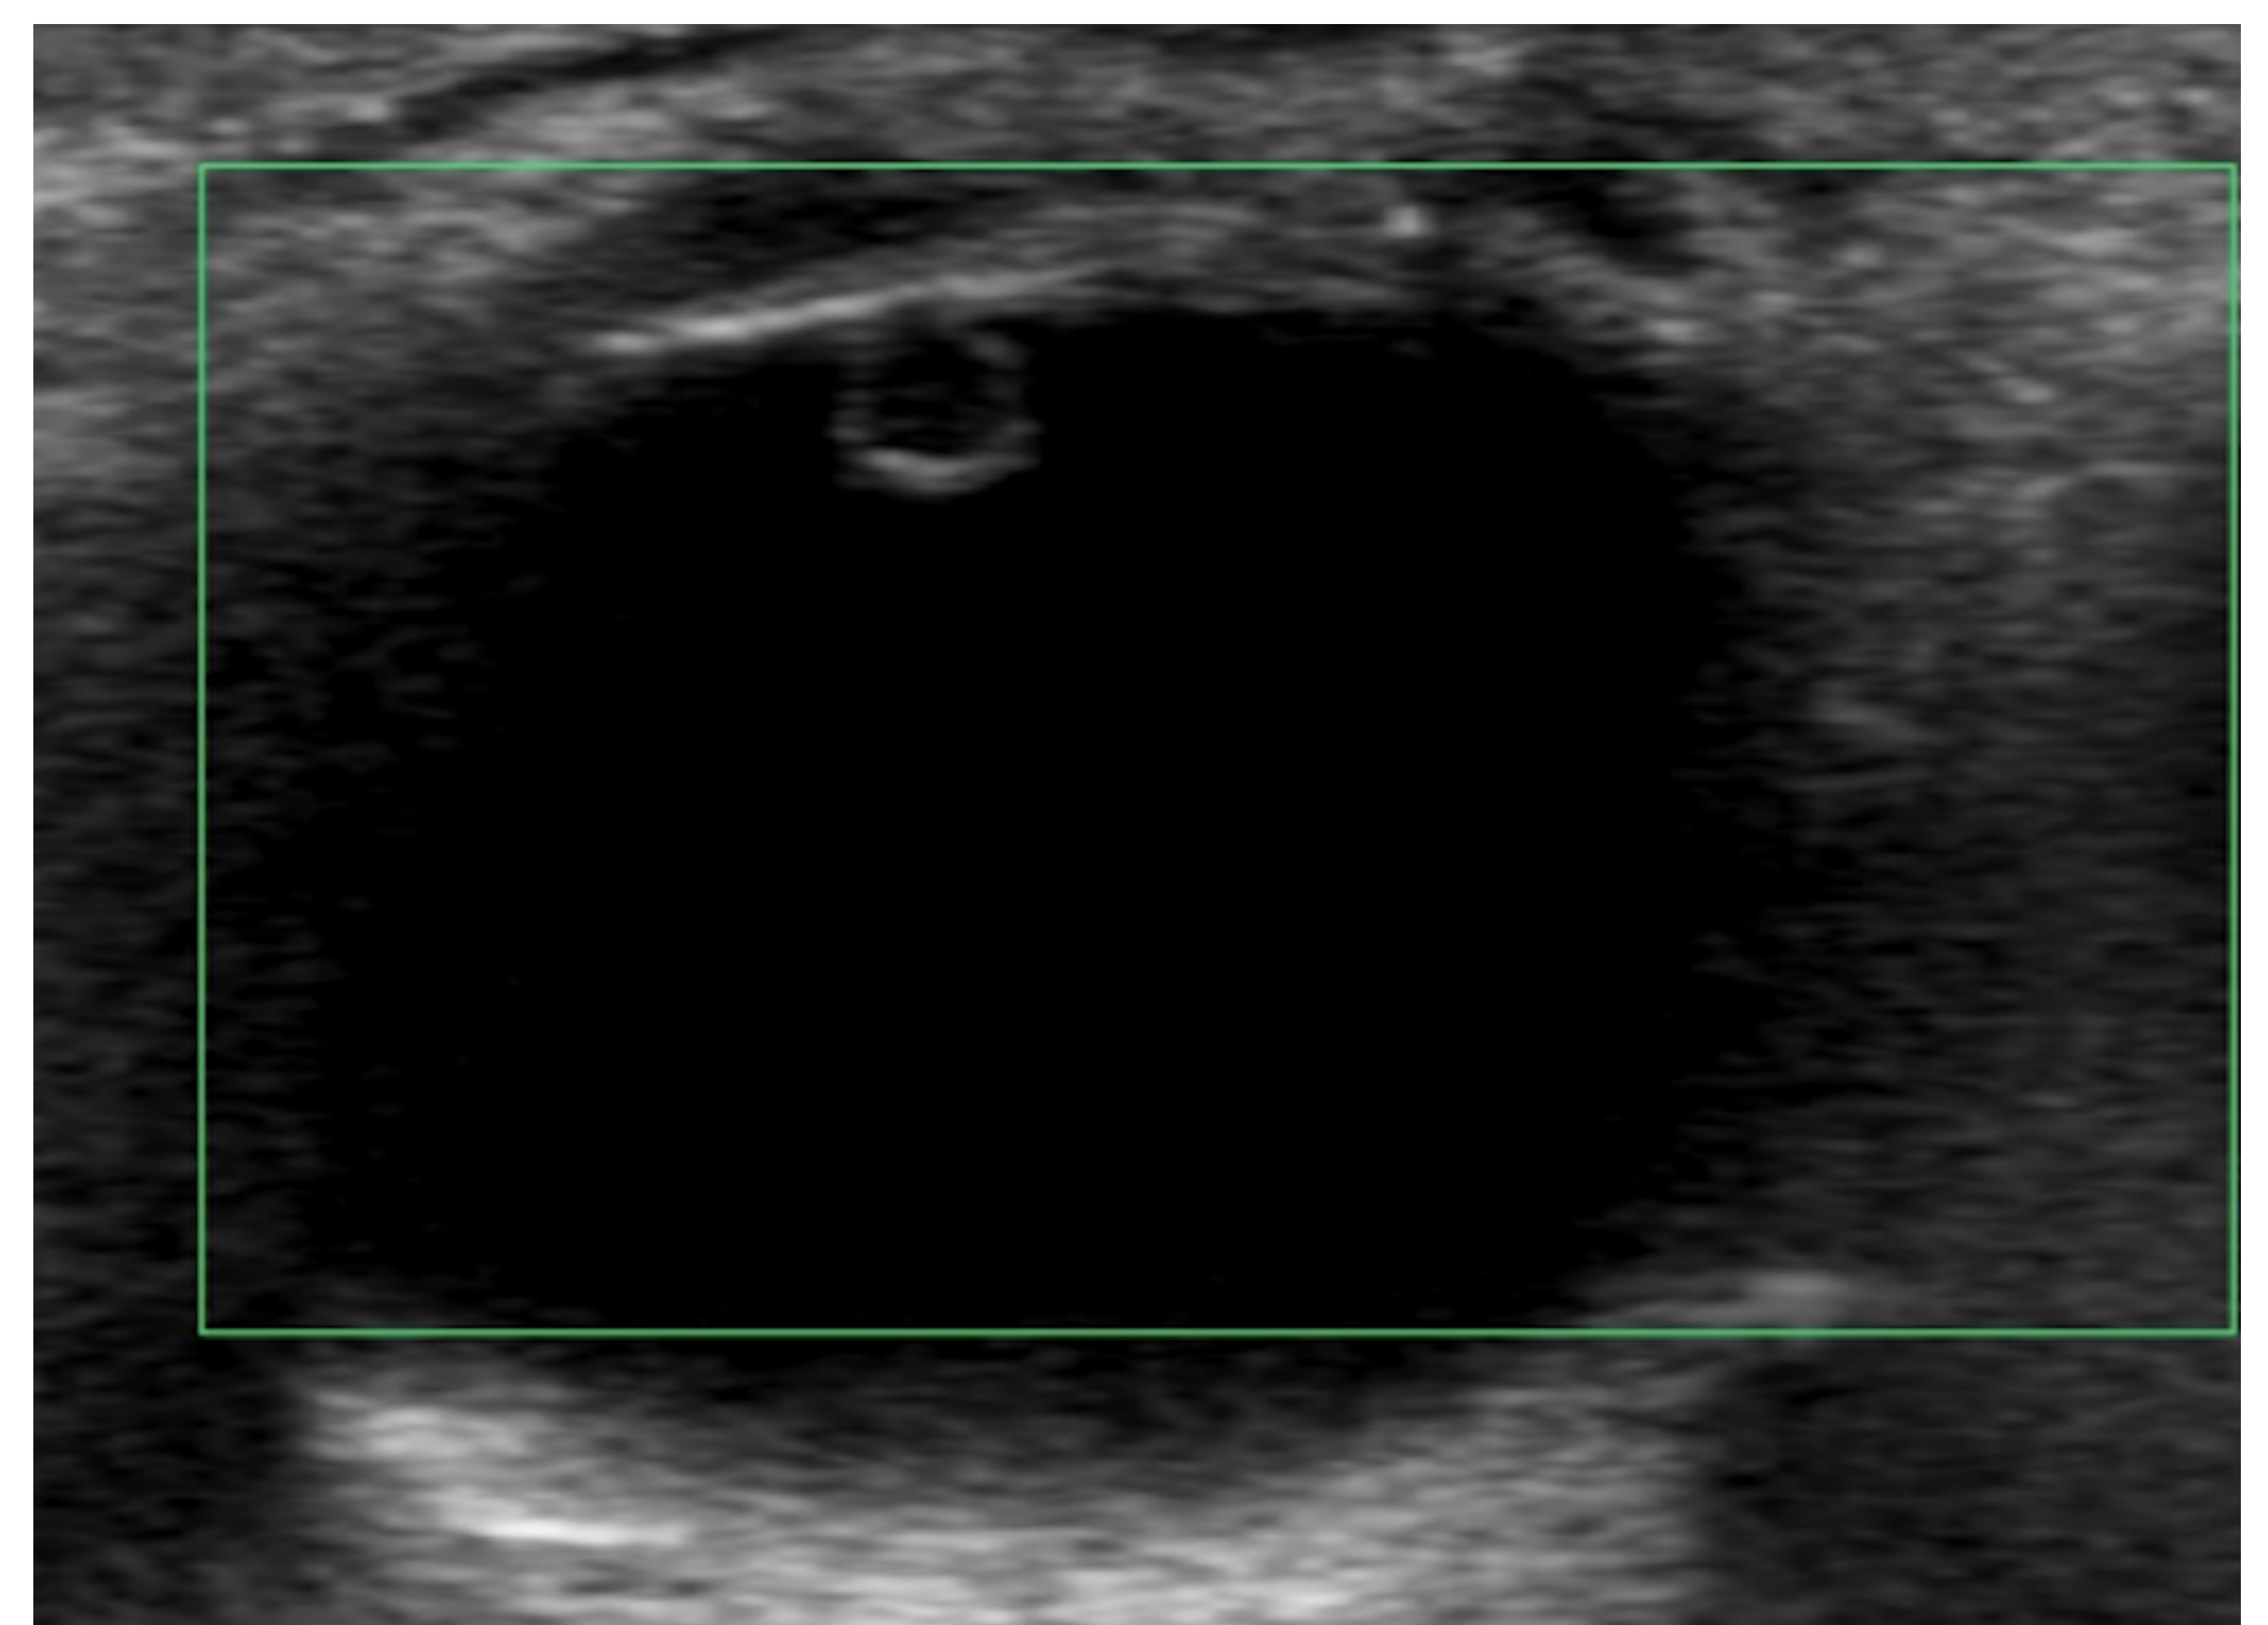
Quiste del cuerpo ciliar sin flujo Doppler-color asociado.
